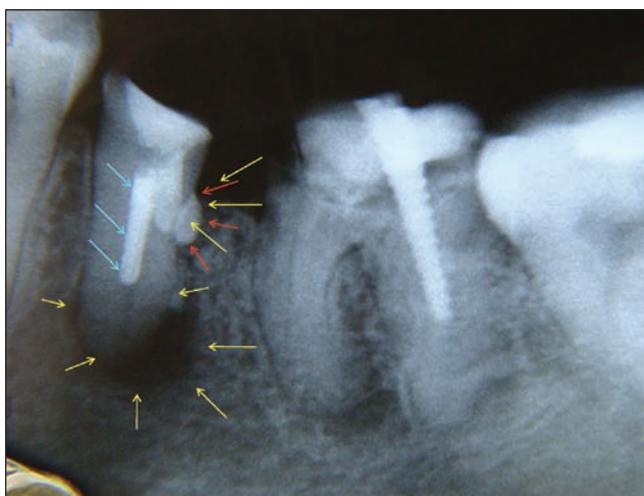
Рентгенологическая ситуация зуба 3.5 после закрытия перфорации и установки гуттаперчевого маркер-штифта. Цветными стрелками отмечены: голубыми стрелками – штифт-маркер; желтыми – очаги деструкции в периодонте и близлежащих мягких тканях; красными – зона закрытия перфорации
